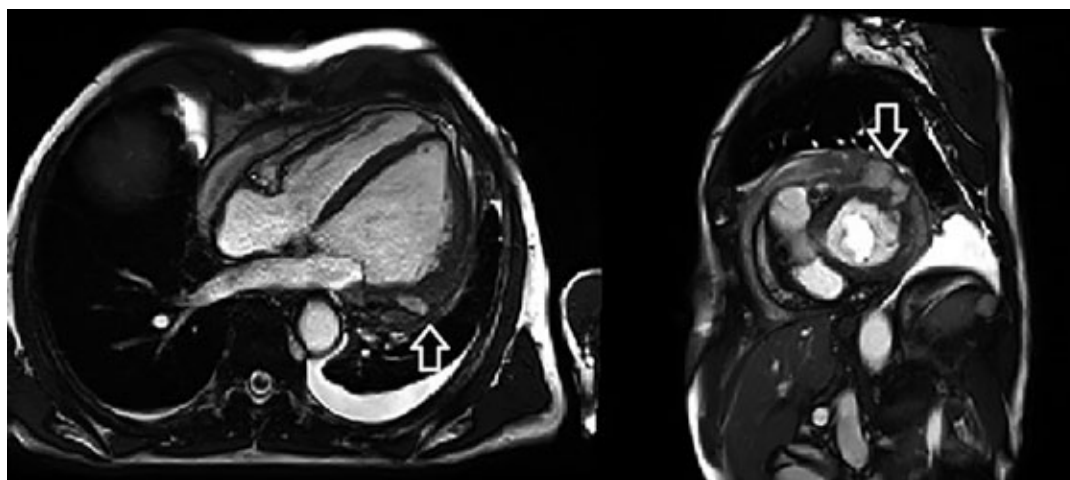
RMN: le due immagini mostrano la rottura della parete libera del ventricolo sinistro (indicata dalle frecce).
